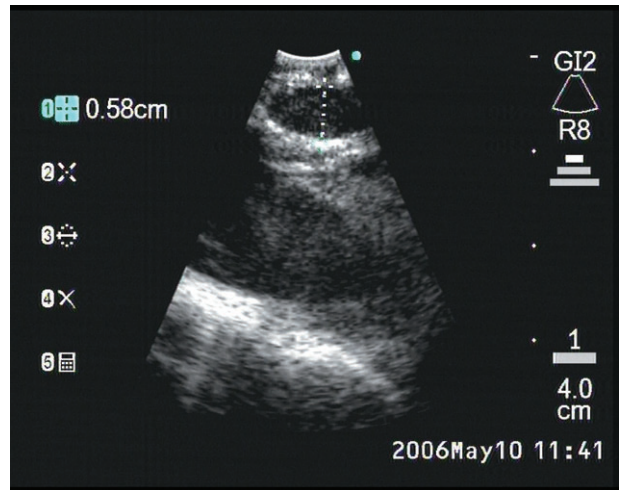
Endobronchial ultrasound of right paratracheal node.
